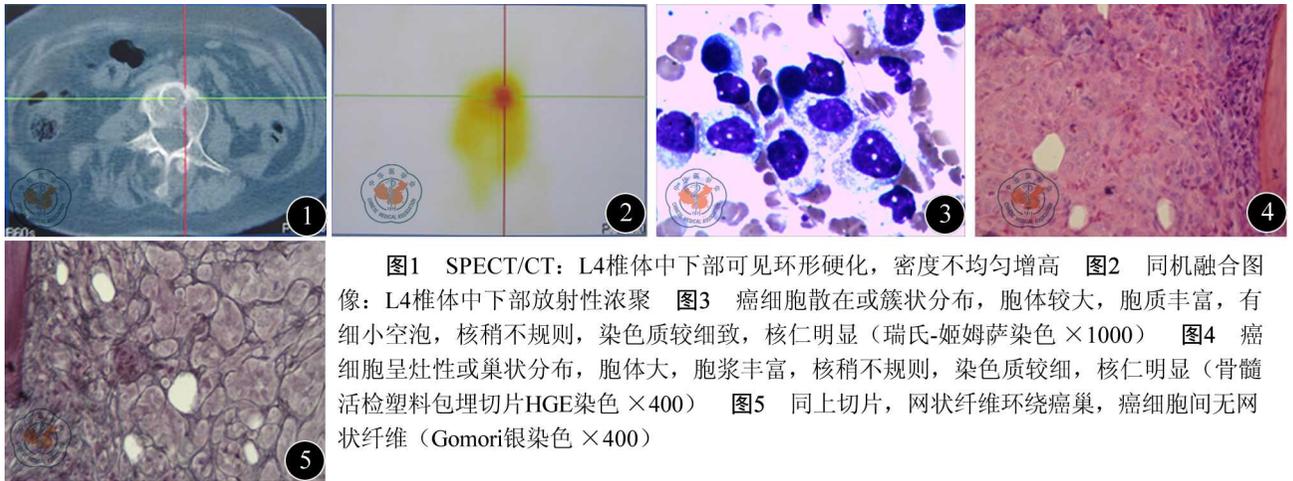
SPECT/CT: L4椎体中下部可见环形硬化,密度不均匀增高 图2 同机融合图像: L4椎体中下部放射性浓聚 图3 癌细胞散在或簇状分布,胞体较大,胞质丰富,有细小空泡,核稍不规则,染色质较细致,核仁明显(瑞氏-姬姆萨染色×1000) 图4 癌细胞呈灶性或巢状分布,胞体大,胞浆丰富,核稍不规则,染色质较细,核仁明显(骨髓活检塑料包埋切片HGE染色×400) 图5 同上切片,网状纤维环绕癌巢,癌细胞间无网状纤维(Gomori银染色×400)
